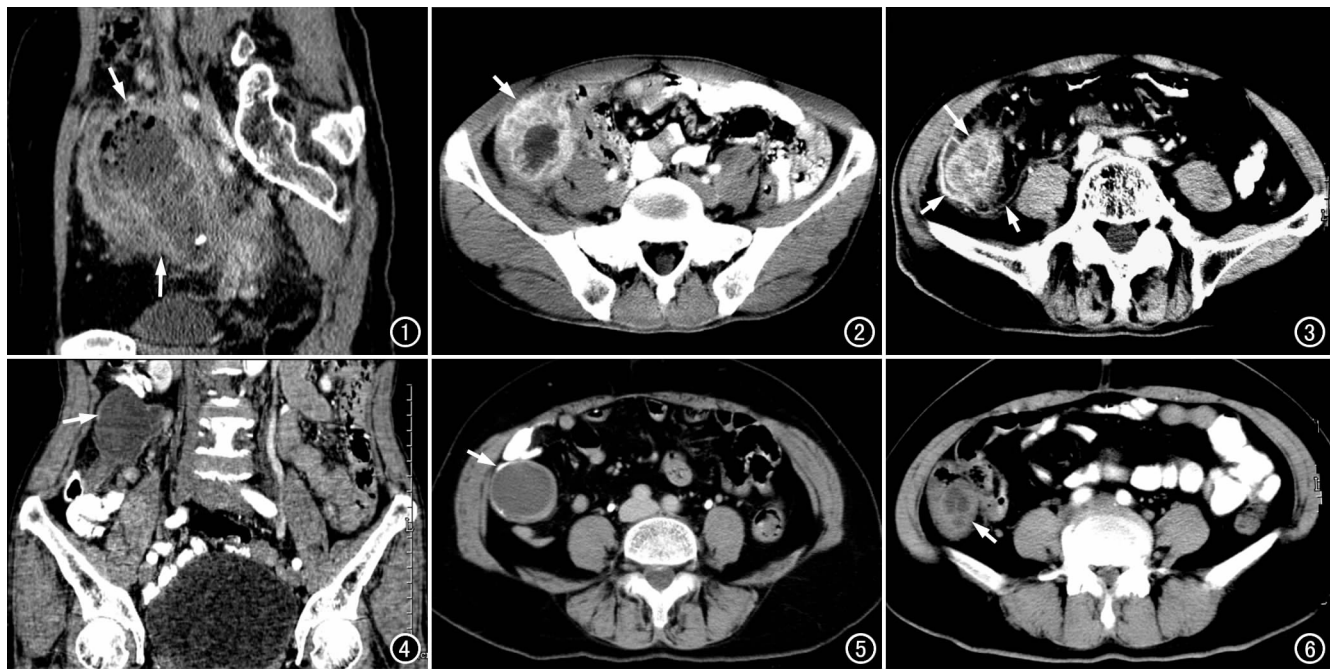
阑尾脓肿(箭),多平面重组图像示其内粪石及蜂窝状积气影。图 2 阑尾脓肿,CT 增强扫描示囊壁明显增厚呈花瓣样强化(箭)。图 3 阑尾脓肿(长箭)CT 增强扫描示肠周系膜出现条絮状密度增高影,右侧腰大肌前筋膜及侧锥筋膜增厚强化(短箭)。图 4 阑尾黏液囊肿,多平面重组图像示阑尾中远段椭圆形扩张(箭),近端腔内有阑尾结石。图 5 阑尾黏液腺瘤,CT 增强扫描示囊壁弧线状钙化(箭),肠周脂肪间隙清晰。图 6 阑尾黏液腺癌,CT 增强扫描示病灶囊壁增厚、不规则(箭),其内有分格影。
